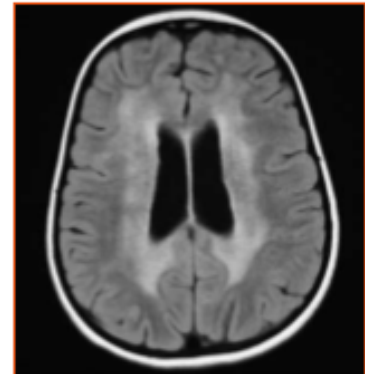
Resonancia magnética cerebral: afectación de la sustancia blanca periventricular.
